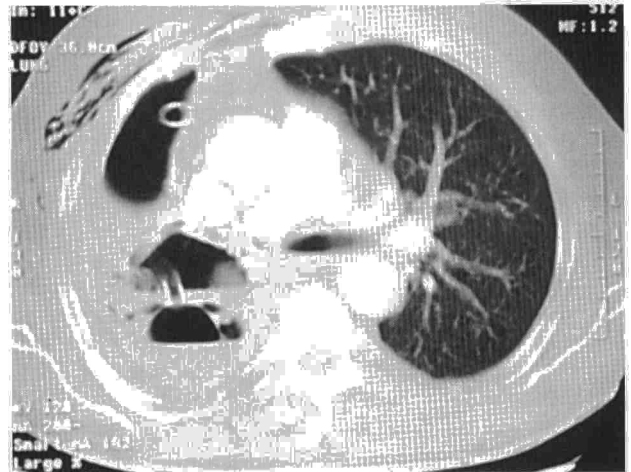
TC torácica con presencia de tabicamientos y engrosamientos pleurales.
